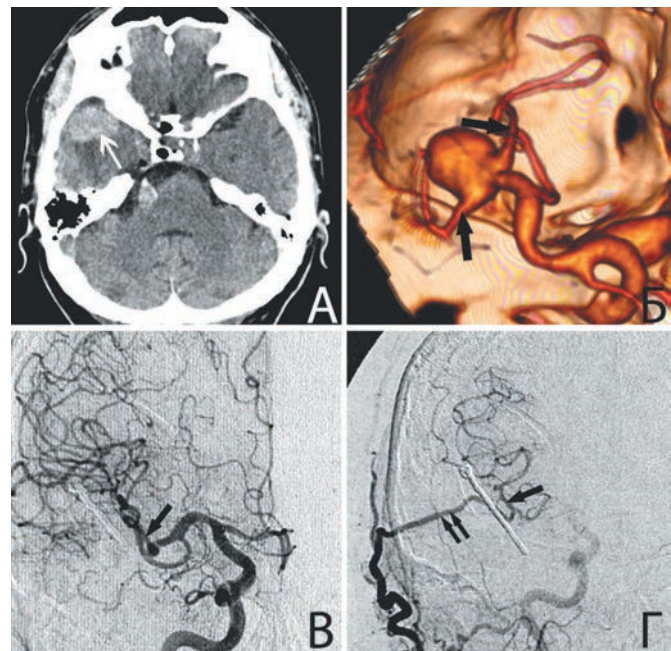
Анастомоз между поверхностной височной артерией и тромбированным после тромбэктомии и клипирования шейки аневризмы М2-сегментом правой СМА. А — КТ до операции: видна тромбированная часть аневризмы (указана белой стрелкой); Б — КТ-ангиография до операции: видна функционирующая часть аневризмы (указана белой стрелкой); В — прямая субтракционная ангиография после операции: контрастирование бассейна правой внутренней сонной артерии; Г — прямая субтракционная ангиография после операции: контрастирование бассейна правой наружной сонной артерии. Одинарными черными стрелками указаны М2-ветви СМА, двойными стрелками — поверхностная височная артерия.
